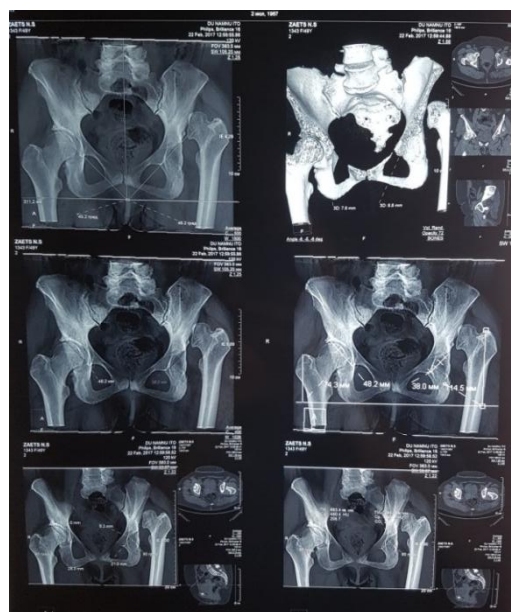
КТ кульшових суглобів хворої З., при госпіталізації в клініку
